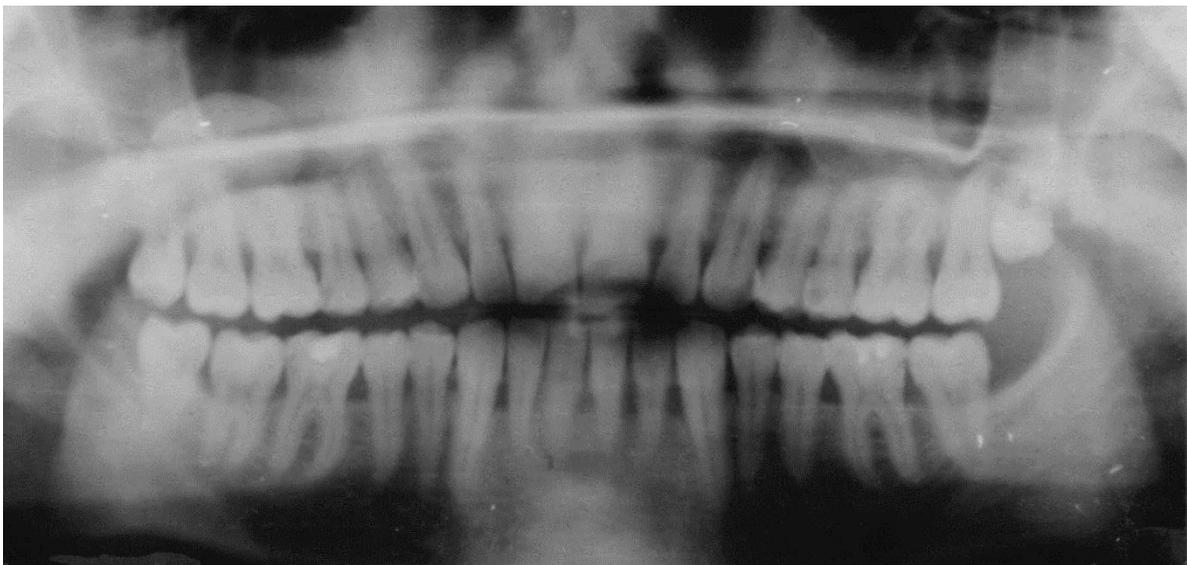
Ортопантомограмма больного Е. кандид-ассоциированным пародонтитом тяжелой степени тяжести через год после хирургического лечения с применением пластины, содержащей коллаген и иммобилизованный на нем пробиотик.
